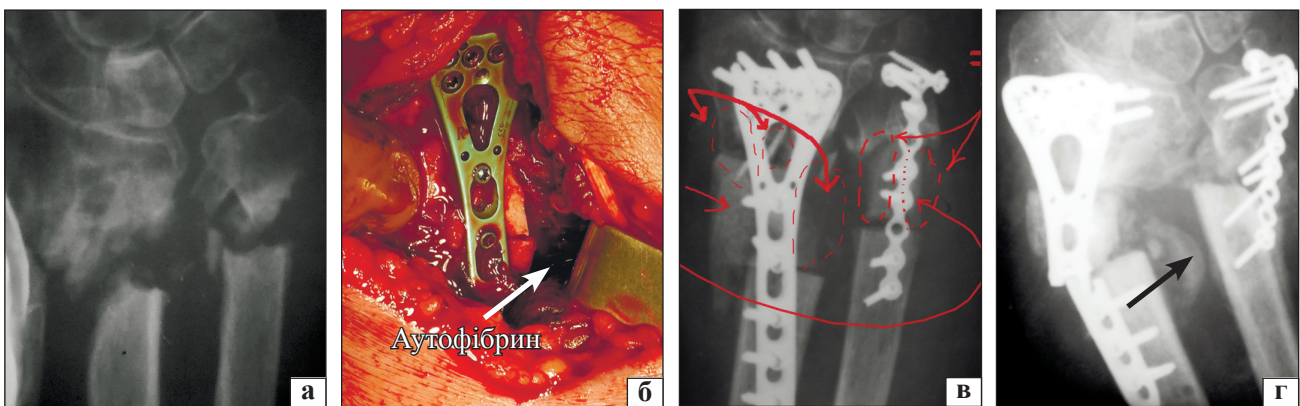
Пацієнтка В., 66 років: рентгенограми до (а), відразу (в) та через 3 міс. (г) після операції. Операційна рана (б), стрілками вказано зони розташування аутофібрину
